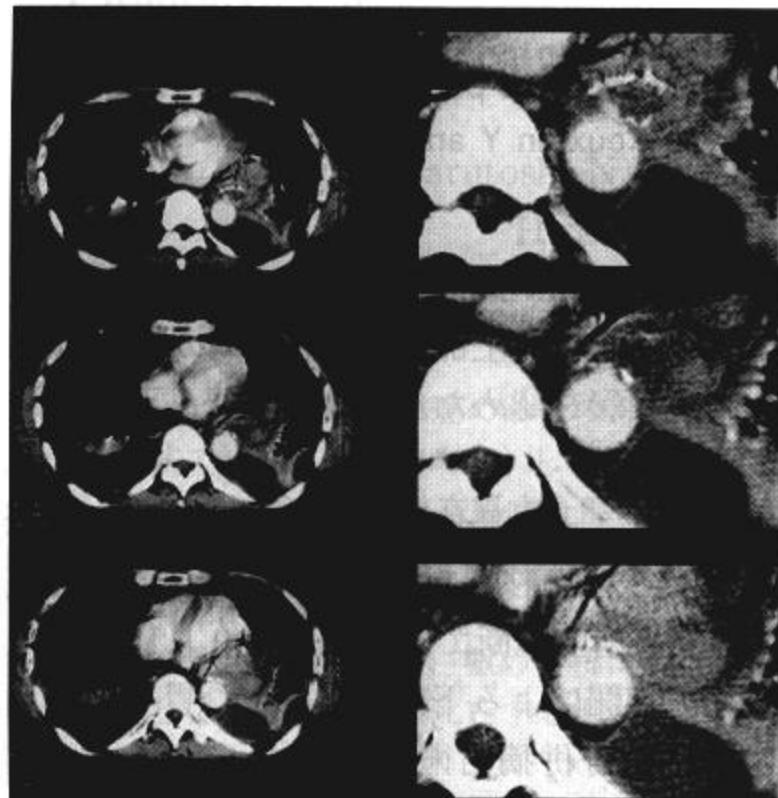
Enhanced chest CT showed a small (5mm) elevation of aorta around the gastrojejunostomy region.
